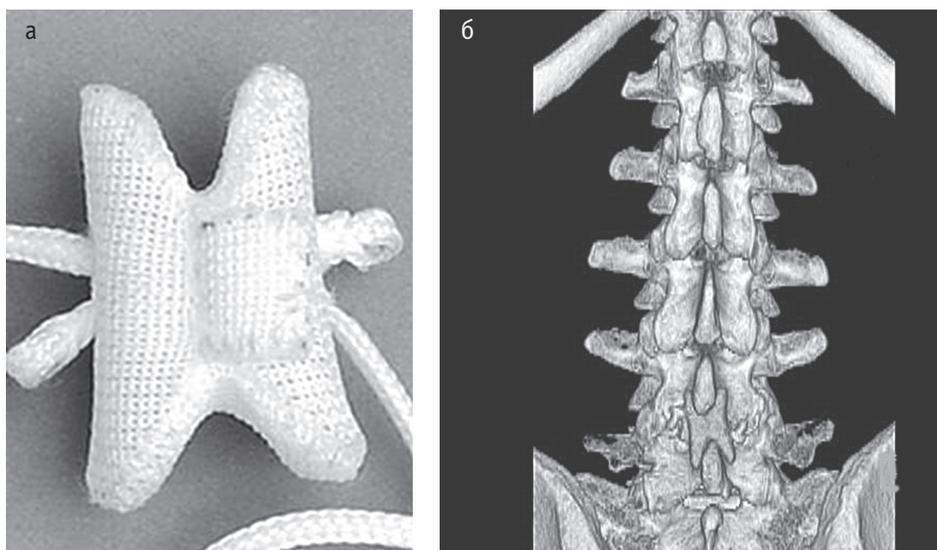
Межостистый имплантат DIAM (а), реконструкция трехмерной мультиспиральной компьютерной томографии поясничного отдела позвоночника с установленным межостистым имплантатом DIAM (б)
